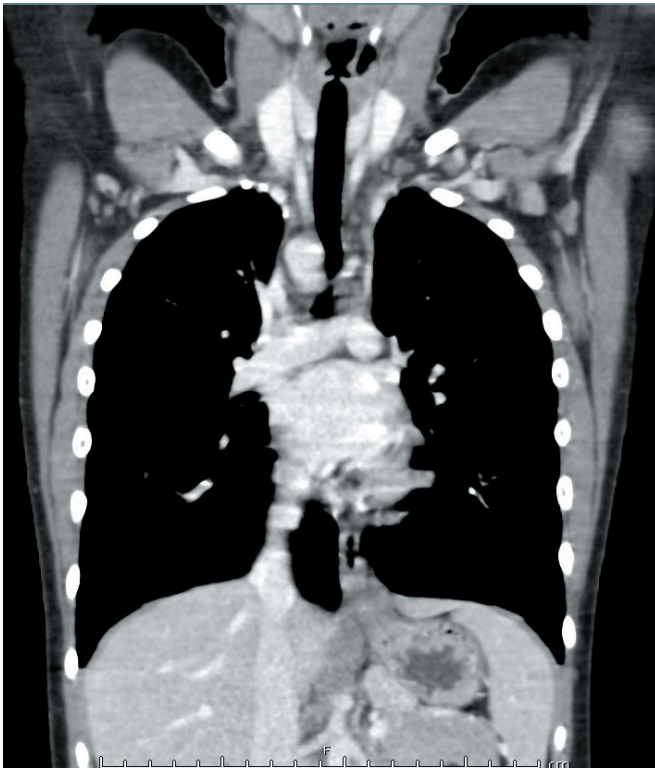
Angio-TC. Arco aortico posto a destra rispetto alla trachea, con evidenza di vaso arterioso che ha origine dalla parete postero-laterale sinistra e che, si porta anteriormente, passando dietro l'esofago, in sede peri-tracheale sinistra, che confluisce a livello della parete anteriore sinistra dell'arco, formando un anello vascolare completo.
